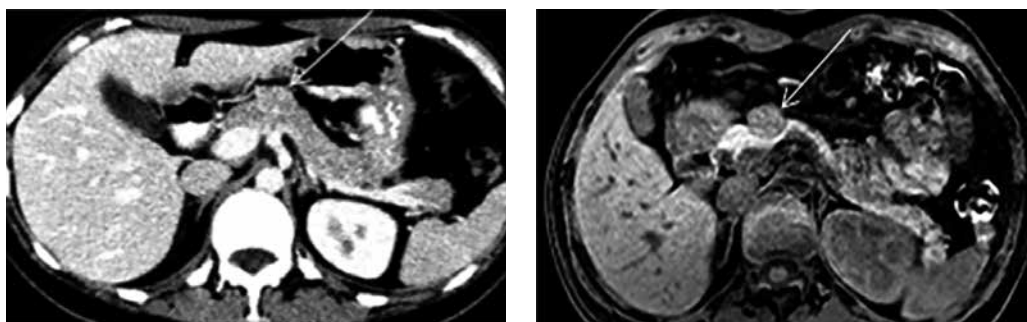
КТ изображения нейроэндокринной опухоли (указана стрелками) перешейка поджелудочной железы; pT1, NO, MO; G1
